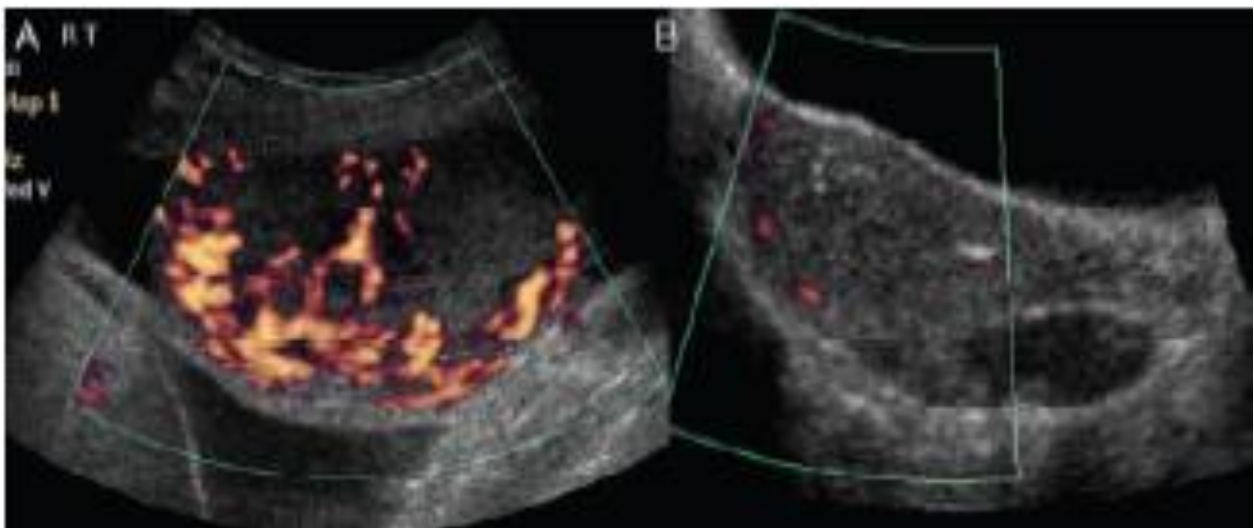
Écho doppler pelvien d'une image persistante après aspiration d'une môle hydatiforme. (A) pré chimiothérapie. (B) post chimiothérapie [112].
